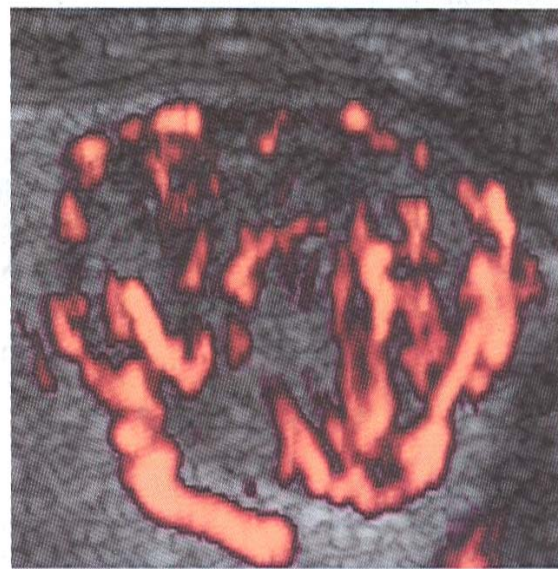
Vascularisation intra nodulaire en doppler énergie
